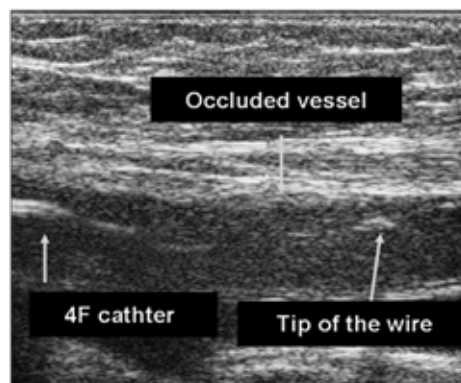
大腿動脈完全閉塞部位に対するインターベンション治療中の超音波画像
